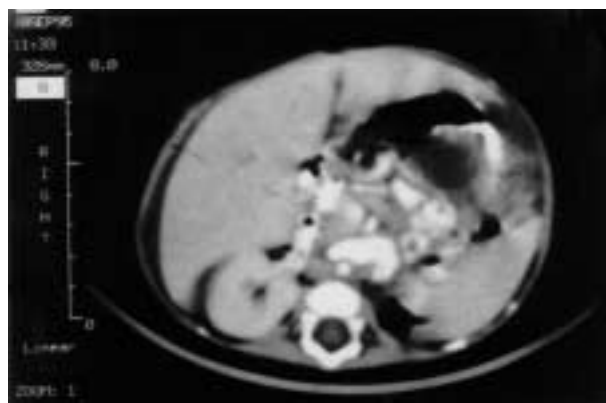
Sección transversal de TAC apreciándose megauréter derecho y líquido ascítico libre en cavidad abdominal, no apreciándose riñón izquierdo.
